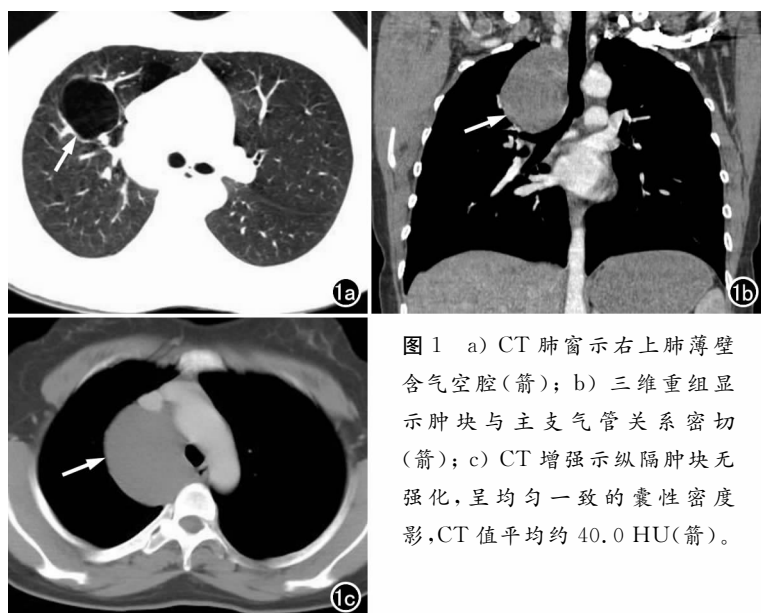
a) CT 肺窗示右上肺薄壁含气空腔(箭); b) 三维重组显示肿块与主支气管关系密切(箭); c) CT 增强示纵隔肿块无强化, 呈均匀一致的囊性密度影, CT 值平均约 40.0 HU(箭)。
